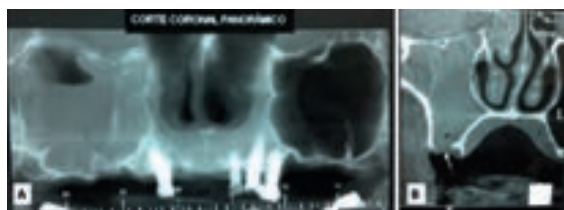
A) Radiografia panorâmica digital demonstrando expansão e velamento de seio maxilar direito. B) Tomografia computadorizada em corte coronal demonstrando perda de continuidade do assoalho do seio maxilar.
